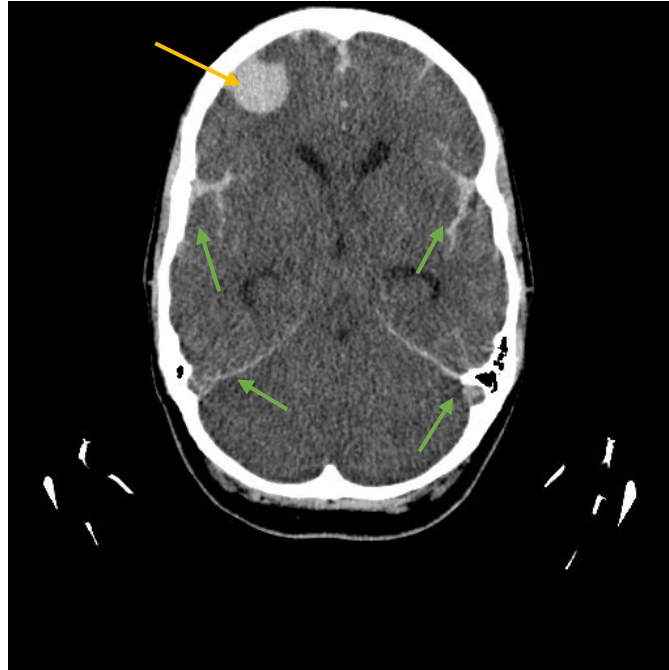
Corte axial del angio-TC cerebral. Se puede observar una hemorragia bilateral y difusa. En la región frontal derecha una zona de mayor densidad (flecha amarilla).
